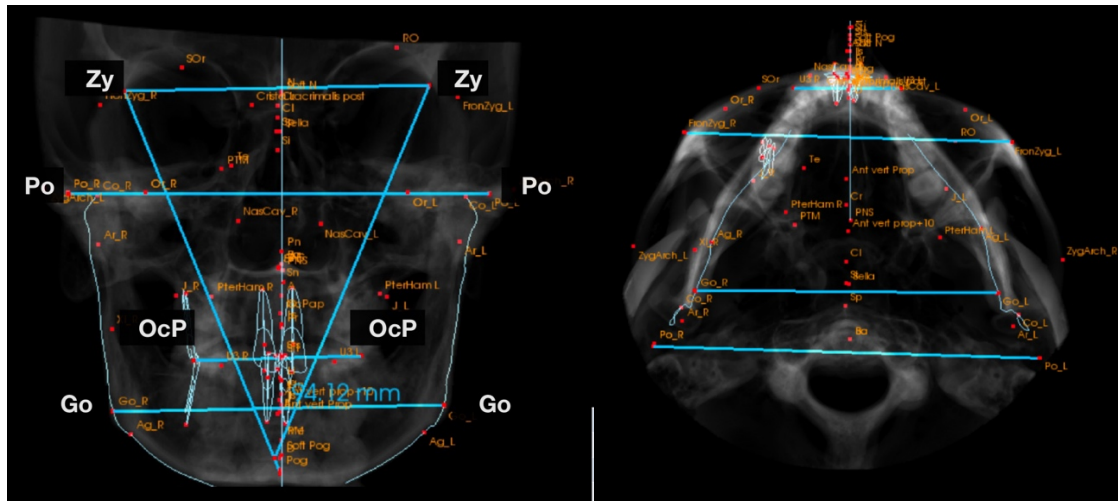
Асимметрия краниовертебротомандибулярного комплекса на КТ
